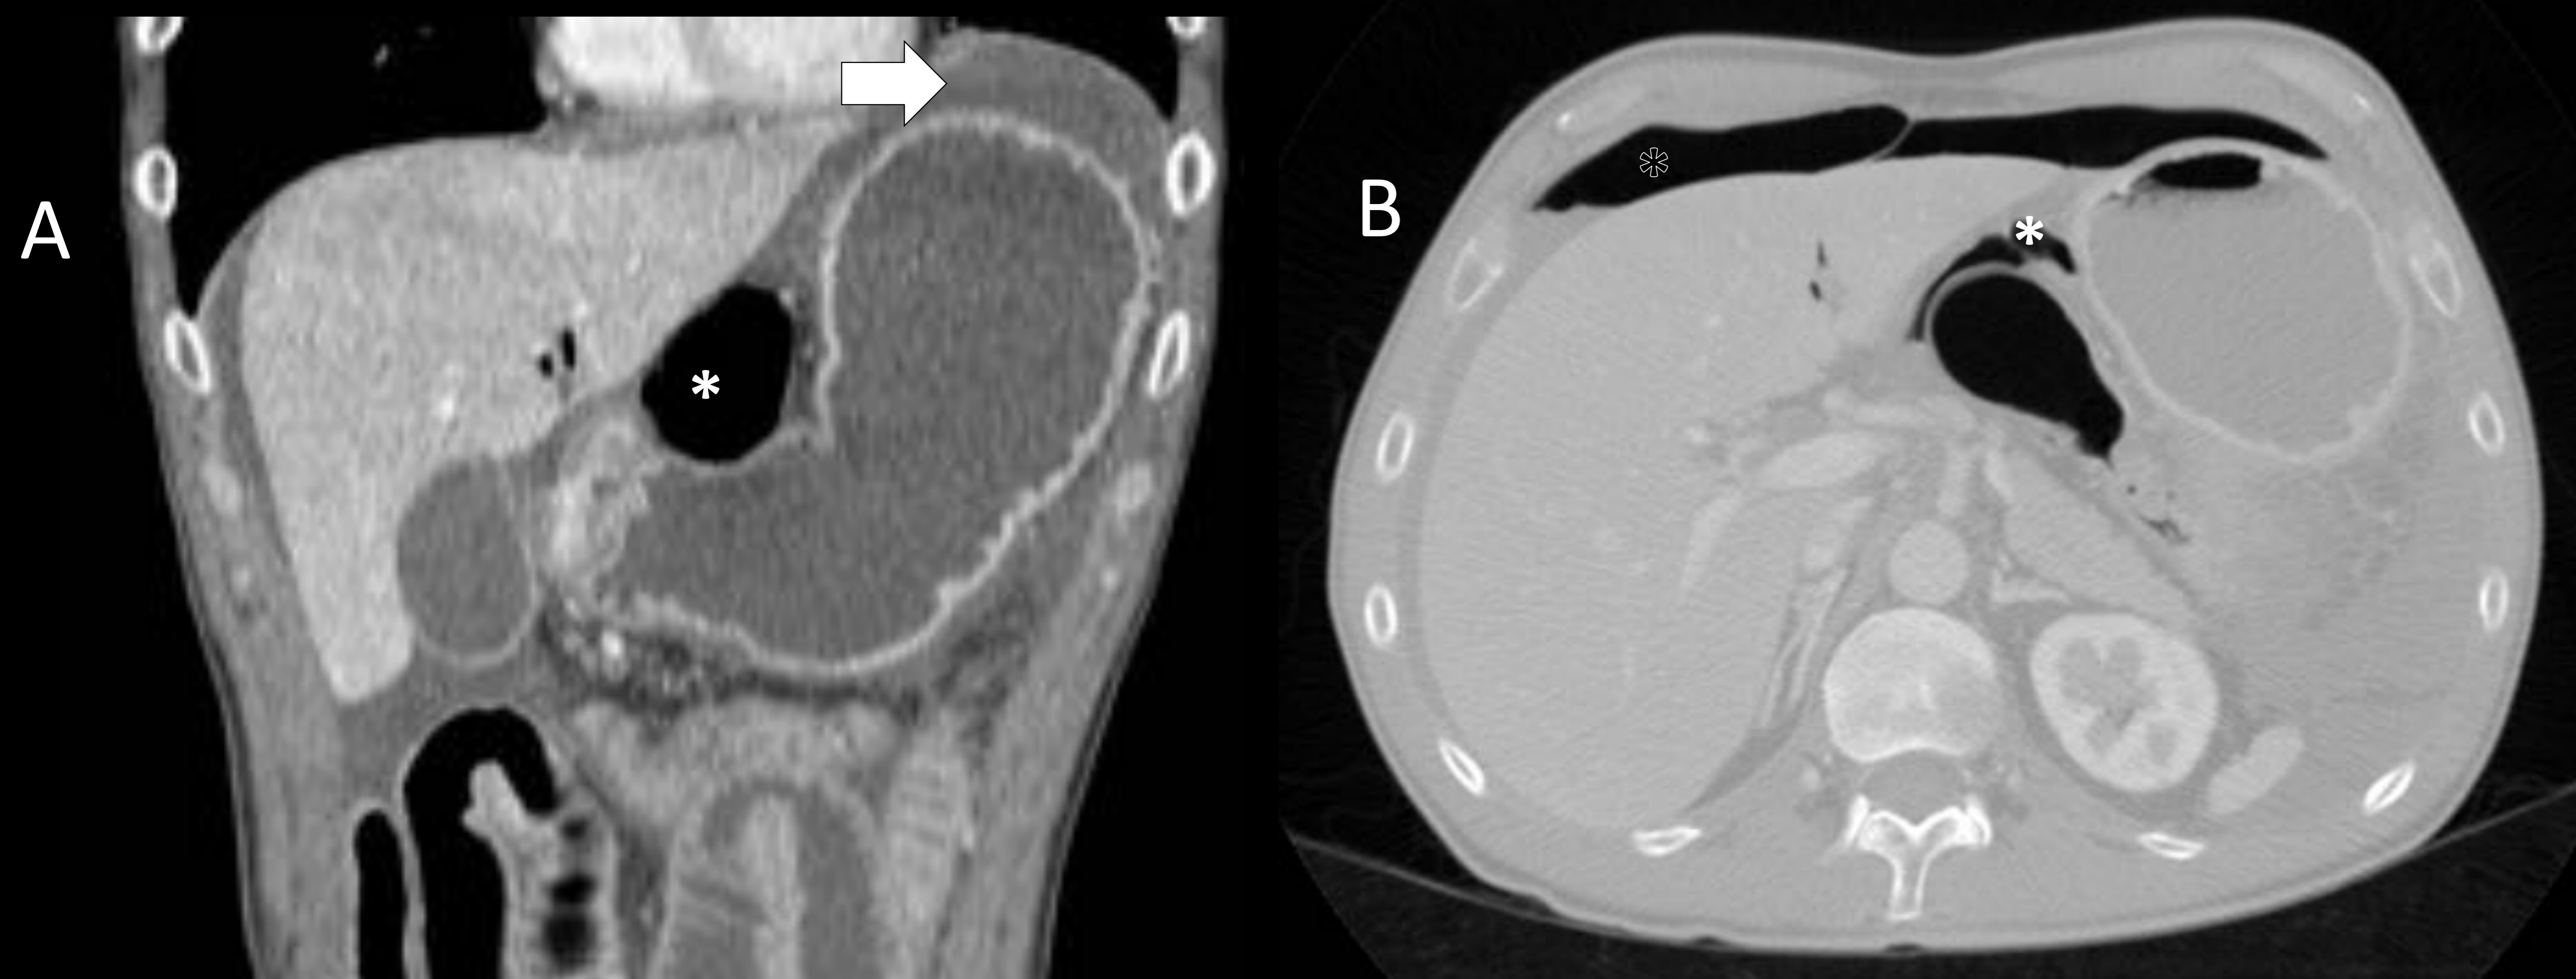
Varón de 54 años con shock hemodinámico. Imágenes de TC abdominal con contraste coronal (A) y axial (B). Se aprecia neumoperitoneo de predominio en hemiabdomen superior (asterisco negro) y, de forma más peculiar, en región de omento menor (asterisco blanco), con un estómago altamente distendido y líquido libre regional (flecha blanca). Aunque no se apreció claro punto de perforación mediante TC, en la cirugía describieron una perforación prepilórica de 2 cm.
